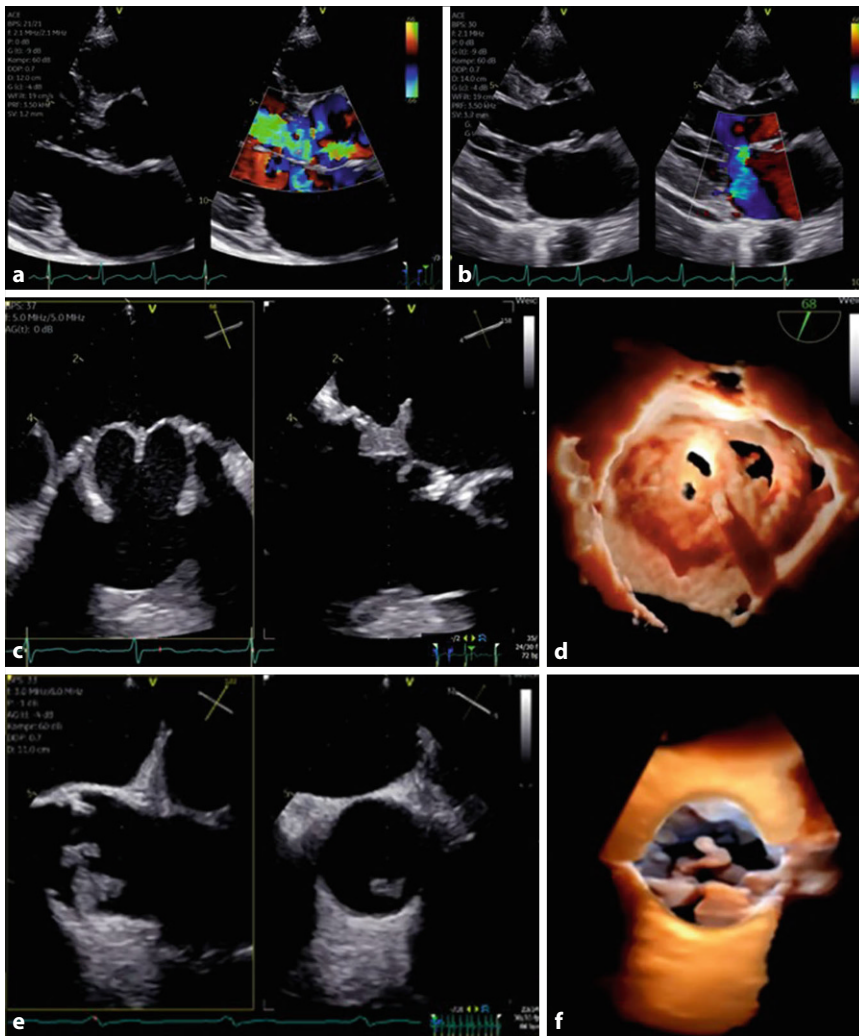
▲ Repräsentative Beispiele zu endokarditisch bedingten Läsionen in der Notfalldiagnostik: a simultane 2-D-TTE- sowie farbkodierte 2-D-TTE-Darstellung in der parasternalen langen Achse bei einer Doppelklappenendokarditis mit Aorten- und Mitralklappeninsuffizienz während der Diastole; b korrespondierende Sequenz während der Systole, bei der eine Perforation durch den systolischen Jet durch das vordere Mitralsegel dokumentiert ist; c biplane perpendikuläre 2-D-TEE-Dokumentation einer typisch auf der atrialen Seite lokalisierten, echoarmen, flauen, flottierenden Vegetation einer biologischen Mitralklappenprothese (oberer Teil des Panels); d korrespondierende Darstellung der Vegetation durch 3-D-TEE im FlexiLight-Modus mit Blick vom Ventrikel auf die Mitralklappenprothese; e biplane perpendikuläre 2-D-TEE-Dokumentation von breitbasigen, hypermobilen, echoarmen Auflagerungen zu beiden Seiten der Klappenebene an einer biologischen Aortenklappenprothese; f korrespondierende Darstellung der Vegetation durch 3-D-TEE im FlexiLight-Modus mit Blick von der Aortenwurzel aus auf die Aortenklappenprothese
